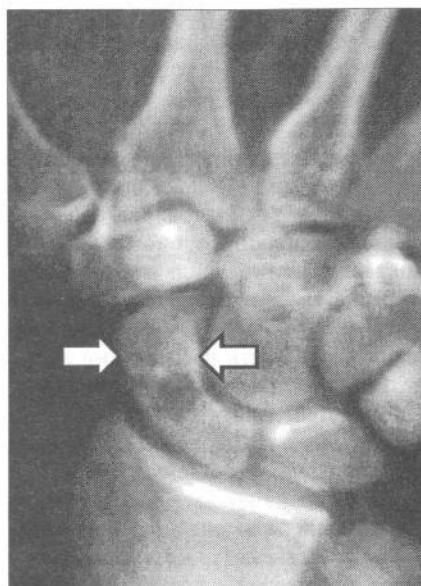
Рентгенография ладьевидной кости правой кисти от 13.10.2000 г.: киста, осложненная патологическим переломом (стрелками указаны линия перелома).
